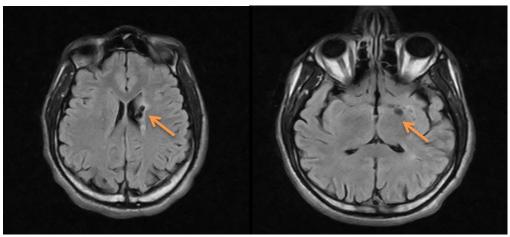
Séquence axiale pondérée en FLAIR à hauteur des ganglions de la base et de la couronne rayonnante montrant un EVR dilaté (D) et des lacunes coalescentes circonscrites par un bourrelet hyper intense (C)
